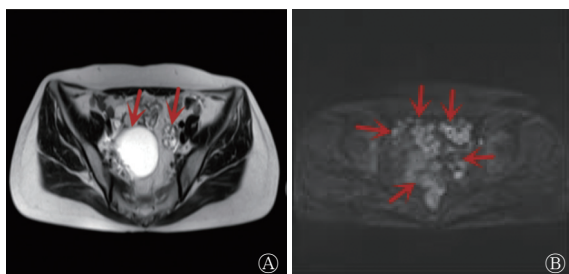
卵巢甲状腺肿伴腹膜转移患者(女性, 52 岁)腹部 MRI 图 A 为 MR T2 加权成像, 示双侧附件类圆形高信号(箭头所示); B 为 MR 弥散加权成像, 示腹盆腔多发高信号结节影(箭头所示)
